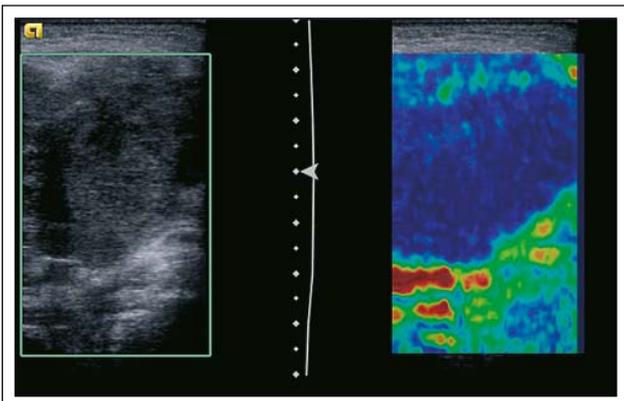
PW-Doppler-Analyse. In der Literatur sind immer wieder Hinweise auf die Wichtigkeit der Analyse der Flusskurven intranodaler Arterien zu finden. Die relevanten Schwellenwerte für Resistance Index (RI) oder Pulsatilitätsindex (PI) schwanken in der Literatur stark. Prinzipiell sei bei pathologischen Lymphknoten mit einem eher hohen peripheren Widerstand mit entsprechenden RI und PI zu rechnen. An dieser Stelle seien dem geeigneten Leser freie Gedanken zur zeitlichen Durchführbarkeit von Flussmessungen gegebenfalls mehrerer Lymphknotenarterien mehrerer Lymphknoten mit den passenden Geräteeinstellungen innerhalb der täglichen Routine selbst überlassen. Lymphom.
